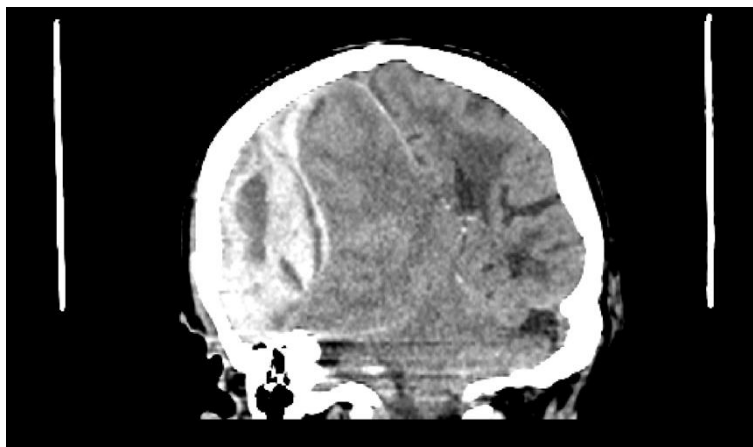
TC de cráneo en proyección coronal. Hematoma subdural en la hemiconvexidad derecha, con herniación subfalcina asociada (*Servicio de radiodiagnóstico. Complejo Asistencial de Zamora*).
